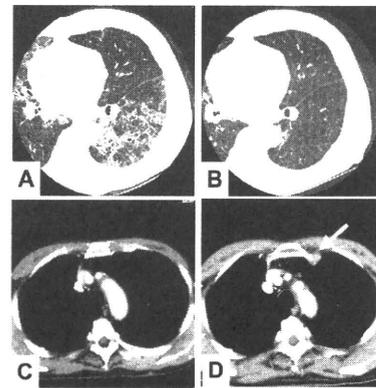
GM-CSF吸入療法8クール後の胸部CT所見
